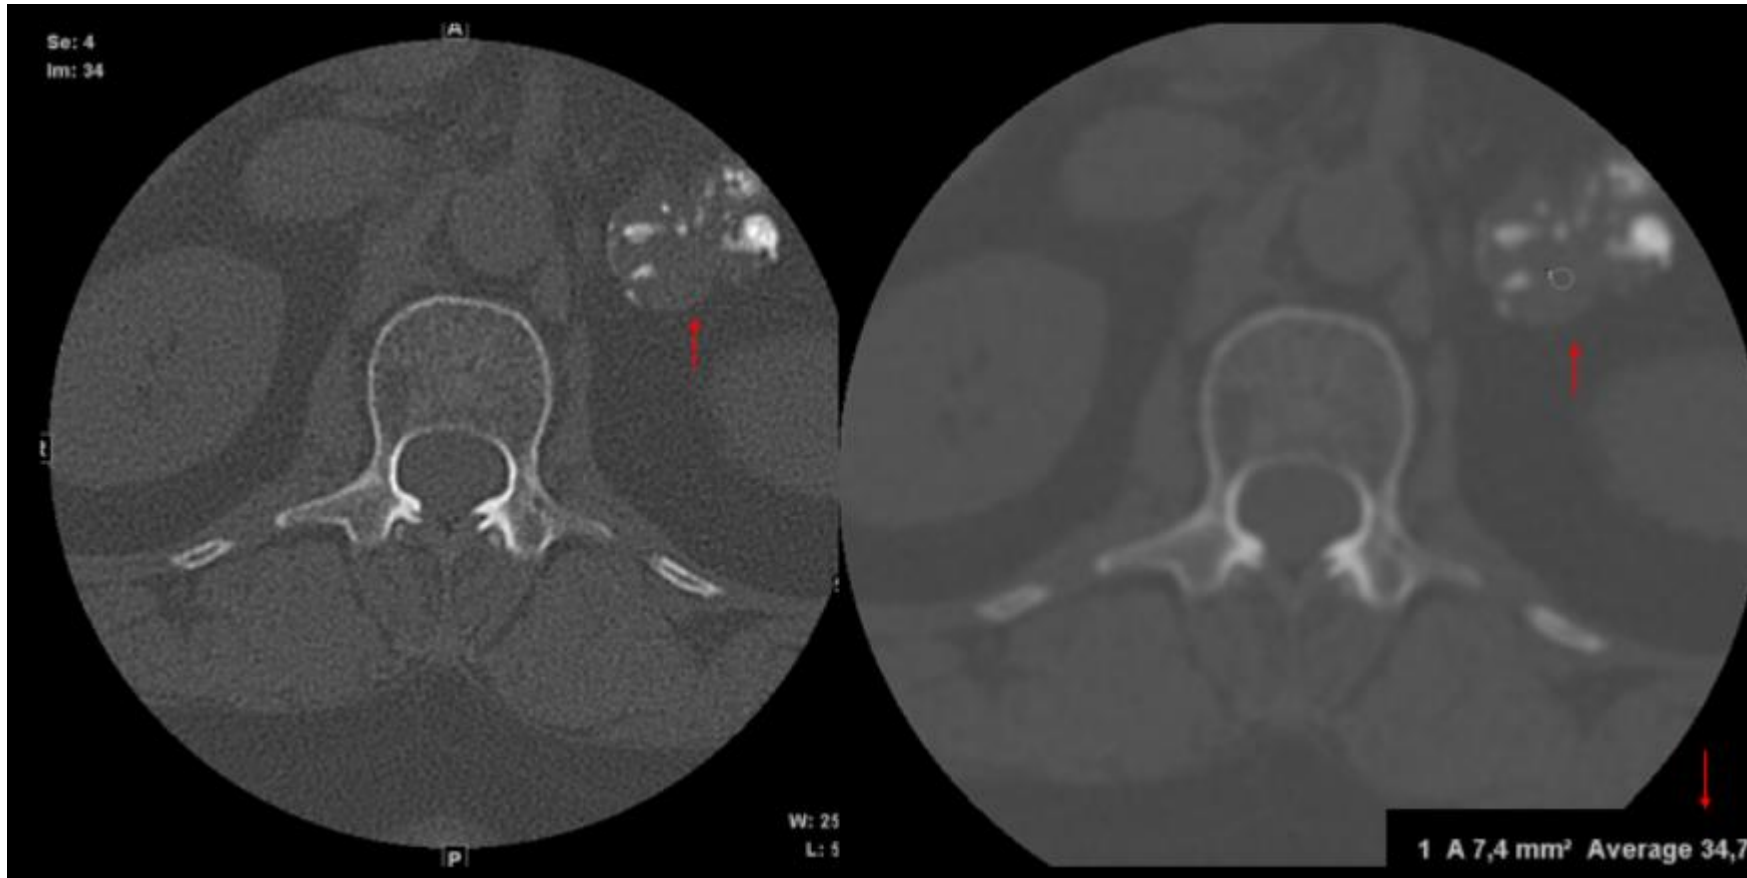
TC de columna lumbar sin contraste intravenoso: hallazgo incidental con múltiples calcificaciones como signo de alarma.
